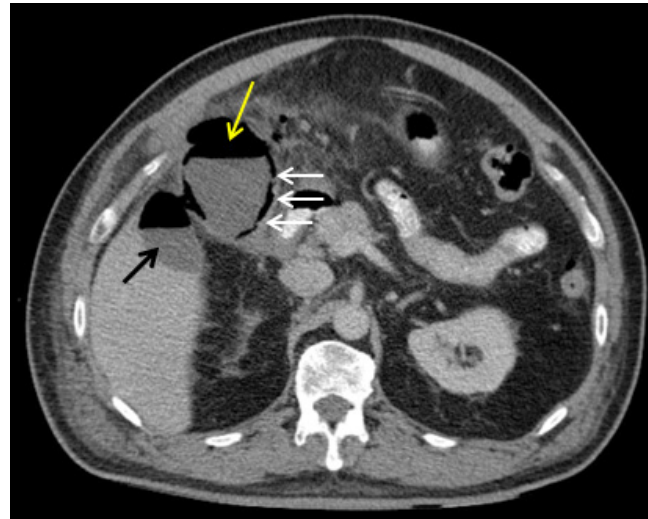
Corte axial de TC de abdomen con contraste oral, la flecha amarilla señala aire dentro de la vesícula biliar, las flechas blancas muestran aire en su interior y la flecha negra muestra colección perivesicular con aire en su interior, correspondiente a perforación vesicular.
